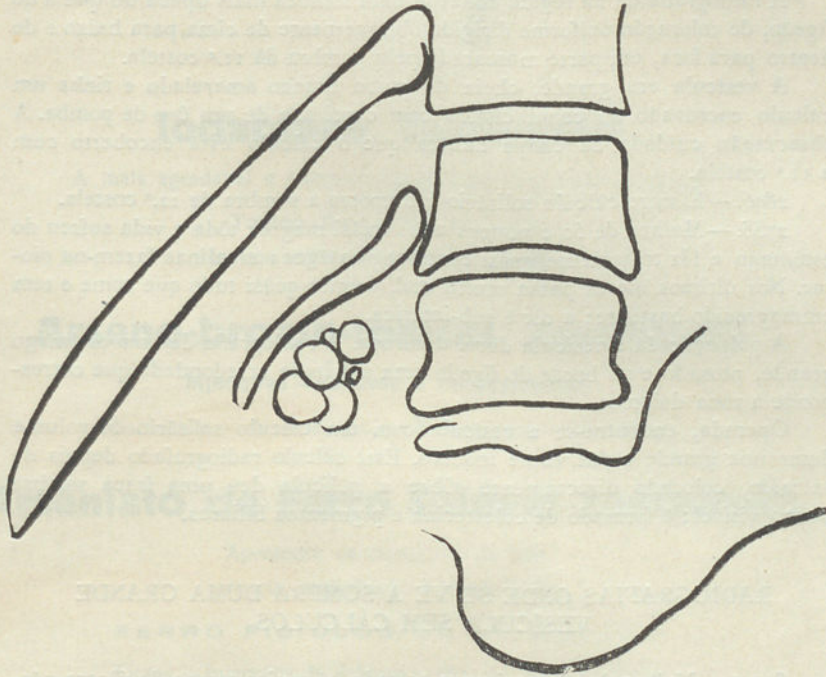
Radiografia n.º 3977.
